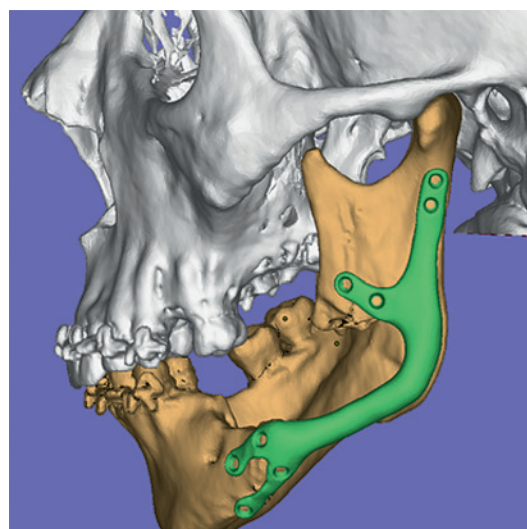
Пациент Е., 39 лет: 3D реконструкция прототипа имплантата нижней челюсти по данным КТ (обозначено зеленым цветом)
